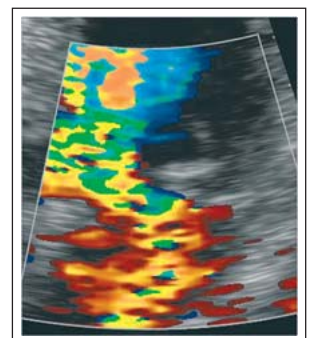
Farbdoppler Mitralinsuffizienz – Standbild
